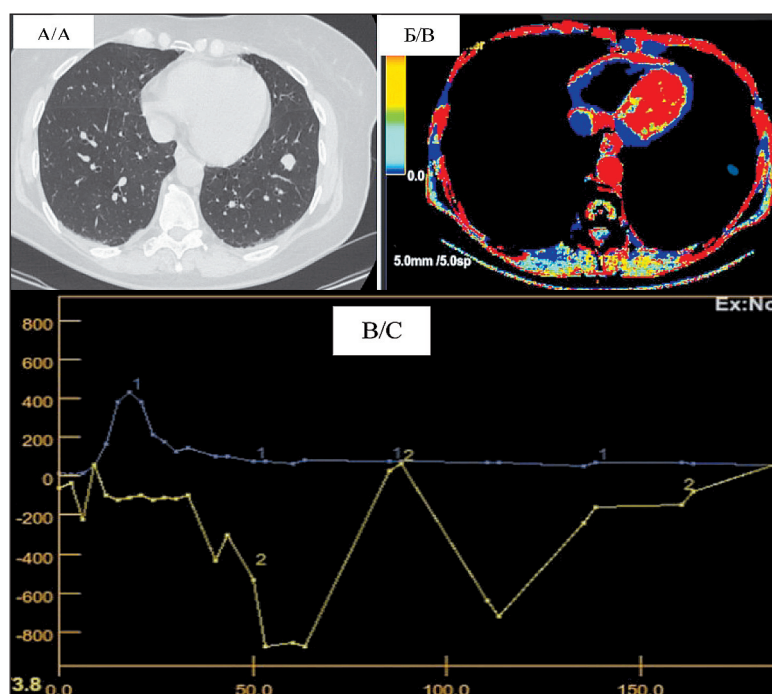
Фиброзные изменения в левом легком. МСКТ органов грудной клетки с контрастным усилением: А) На границе 6 и 10 сегментов левого легкого определяется мягкотканое образование неправильной формы; Б) ПКТ зоны интереса – низкие показатели кровотока на цветовой карте; В) кривая концентрации контрастного вещества плотность/время в аорте – параметры кровотока близки к нулевой отметке
